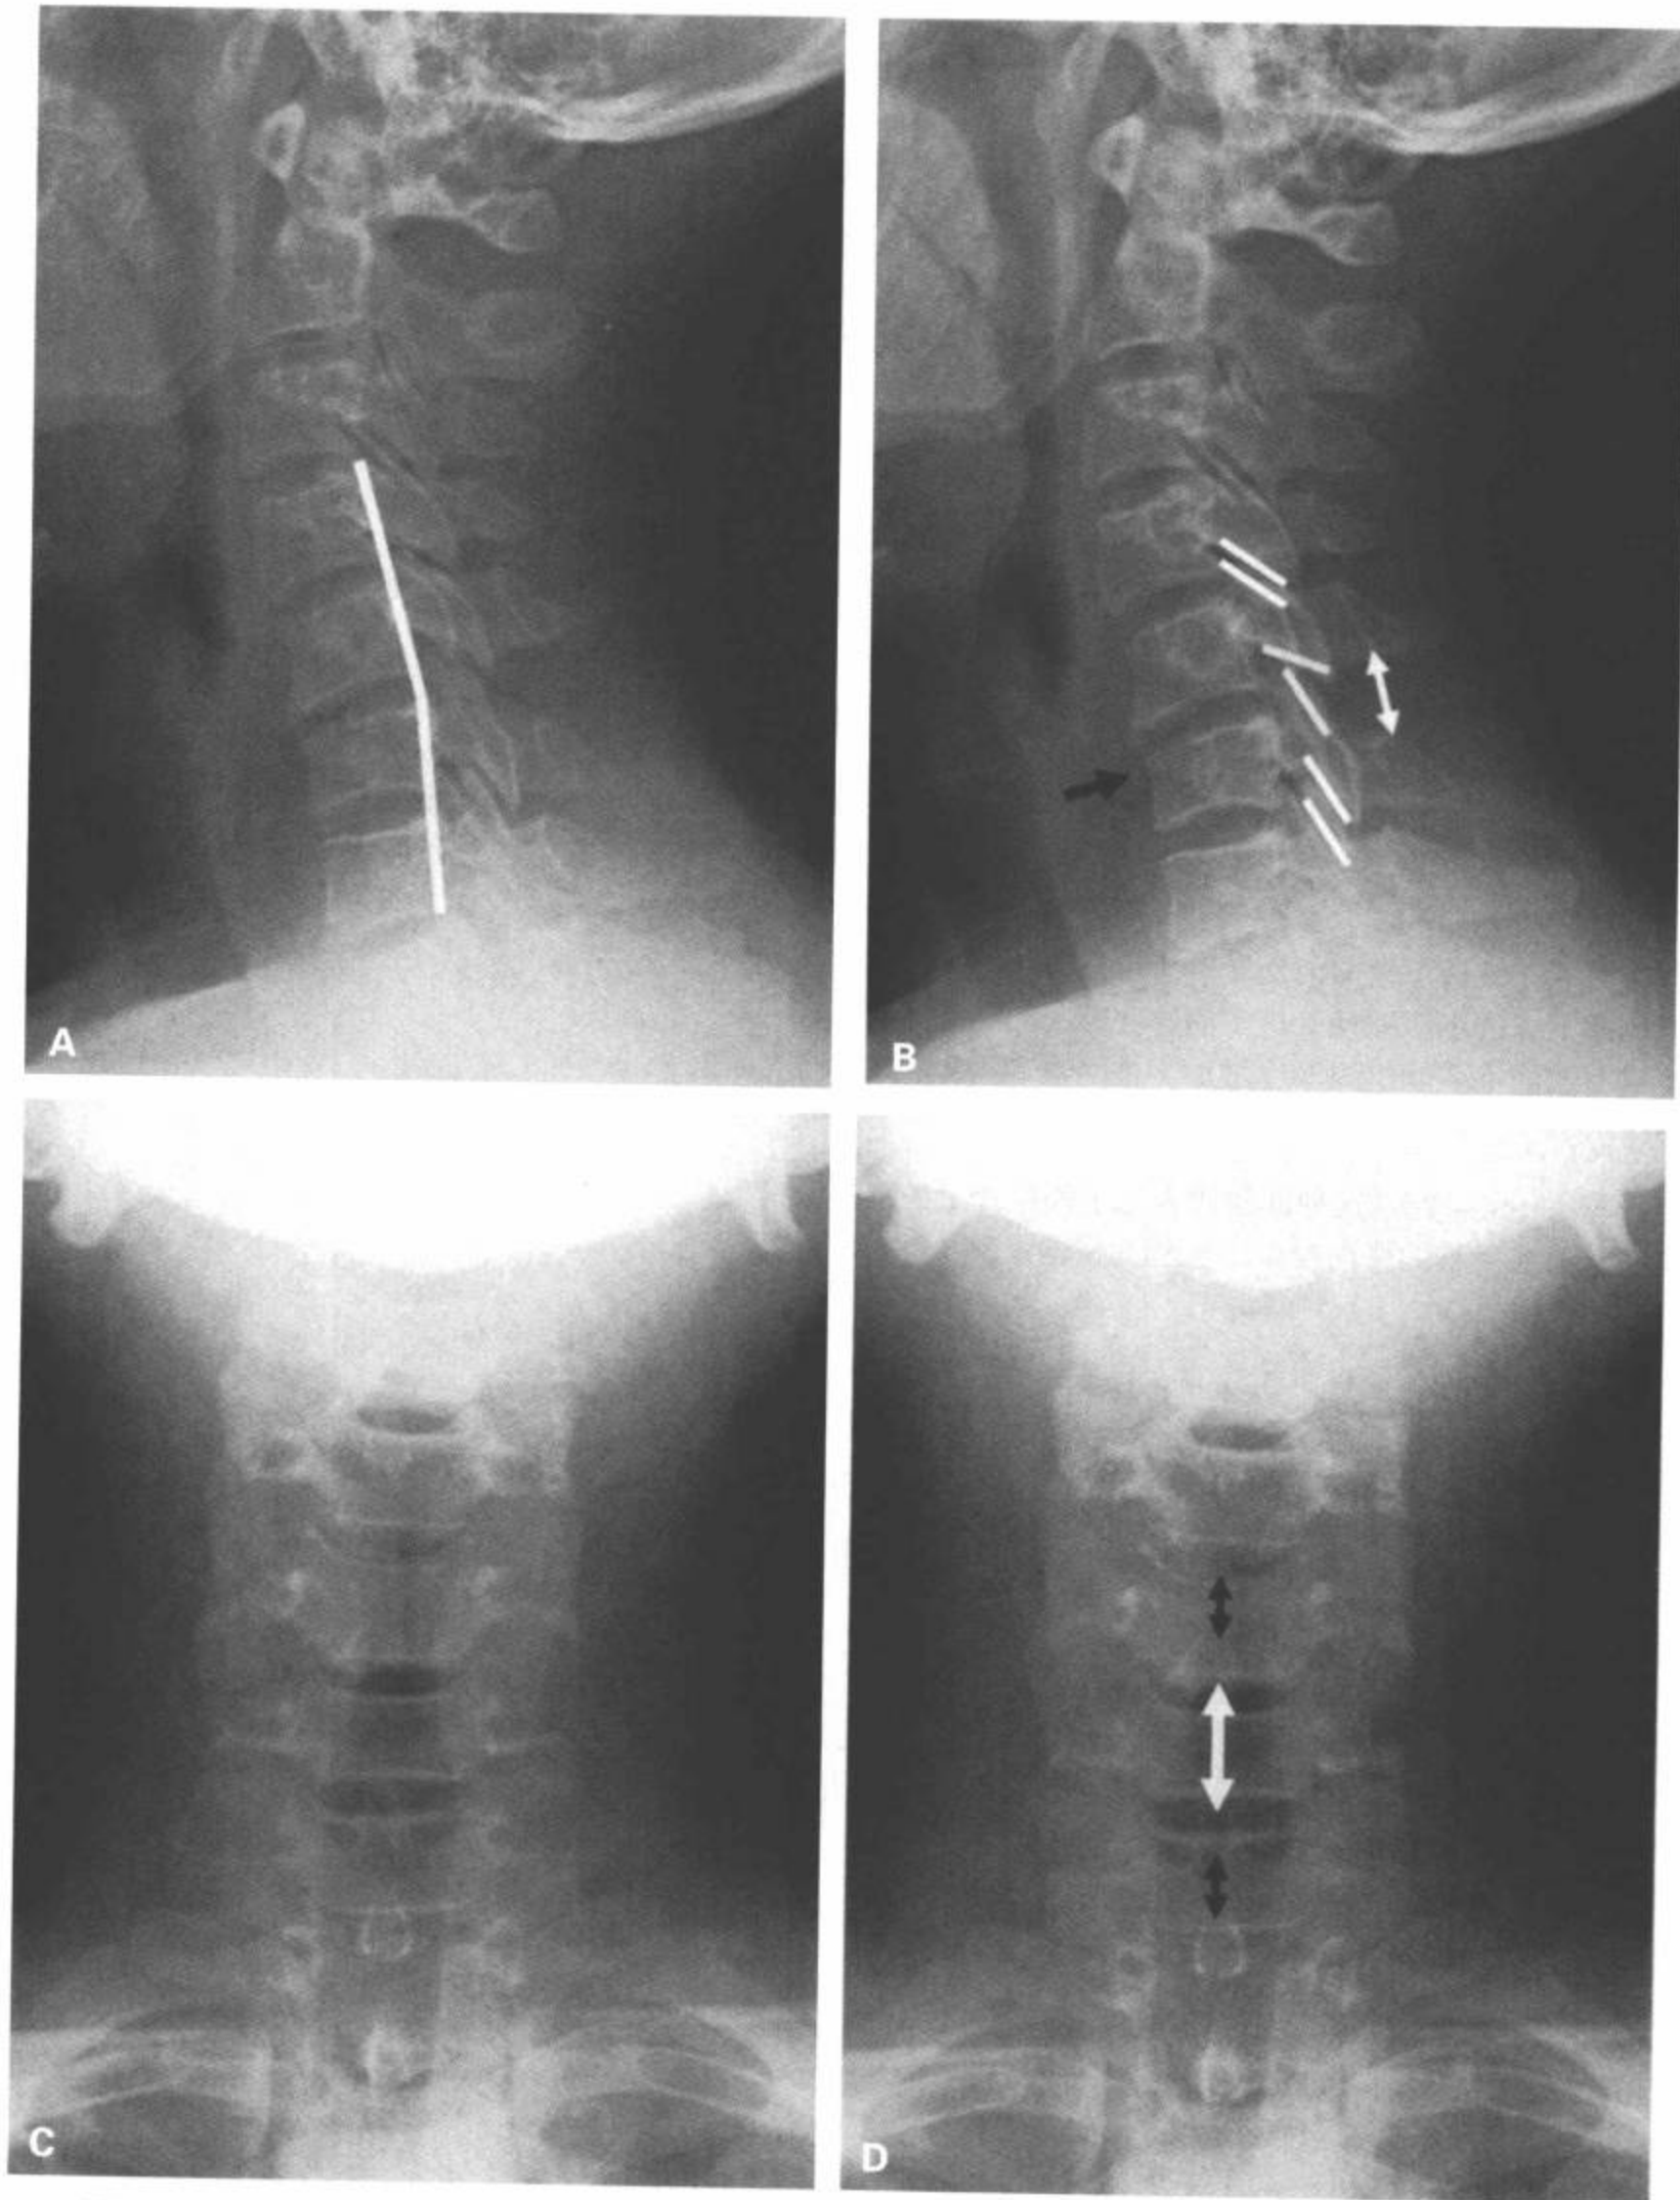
C5 向前半脱位伴 C6 压缩性骨折。A,B:颈椎侧位片显示 C5/C6 椎小关节轻度排列不一致和不平行(B 中黄线), C6 上椎小关节突的关节面暴露, C5/C6 棘突间距比相邻的层面增宽(扇形改变)(B 中白箭)。注意 C5/C6 隐约可见的局限性过度后凸成角(A 中白线)。累及上终板的压缩性骨折继发 C6 椎体前部高度降低(B 中黑线)。(见彩图 6-47 B)。C, D:颈椎前后位平片。在正面片上, C5/C6 棘突间隙异常增宽(D 中白箭)。这代表侧位片上显示的“扇形改变”。
